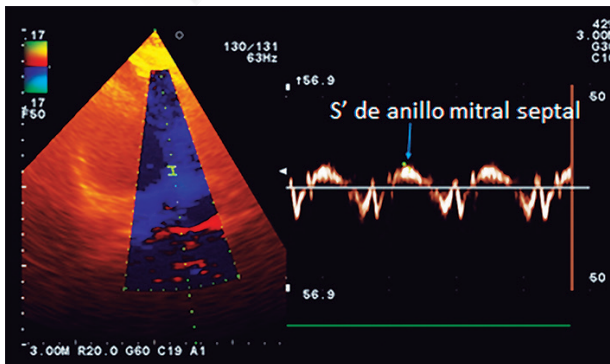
Velocidad de onda sistólica del anillo mitral septal en Doppler tisular de valor normal (12,9 cm/s).
